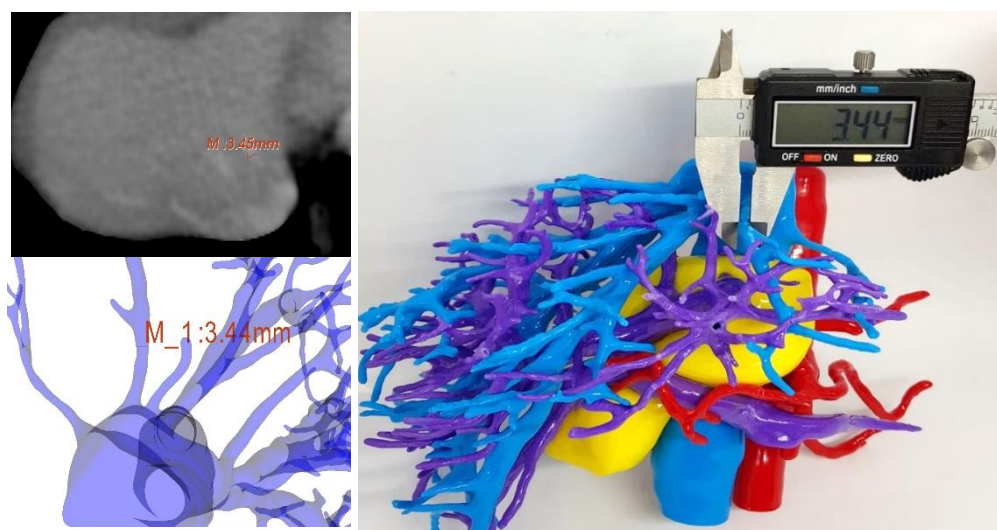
Medición de la vena suprahepática en TC, 3DV y 3DP mediante calibre digital.
